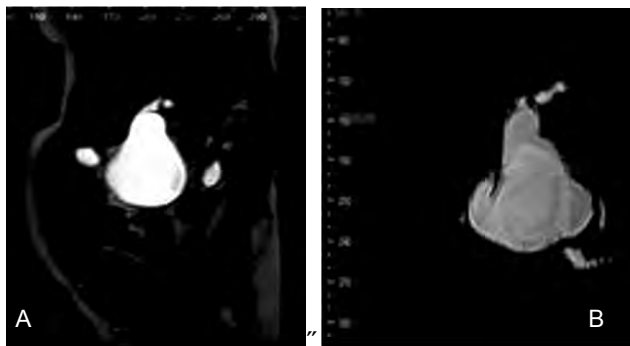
A și B – Aspecte colangiopancreato IRM
